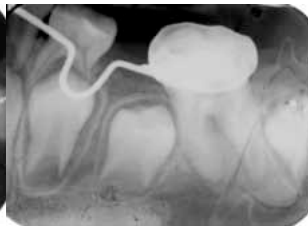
Radiografía del diente 46 con Ca(OH)_2 .
